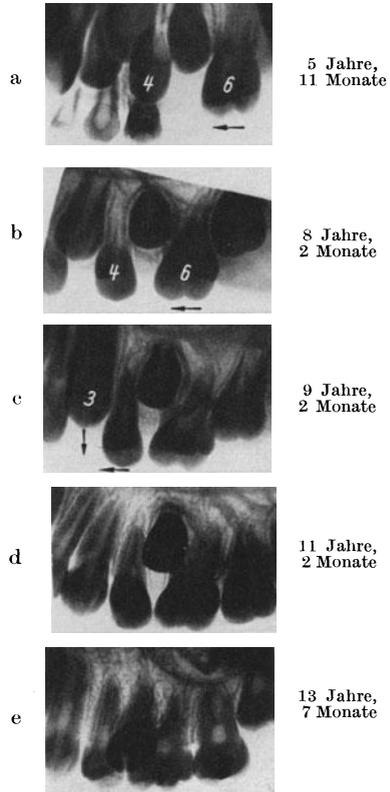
a—e. Inge K. Röntgenbilder entsprechend den Stadien von Abb. 223—226. Mesialwanderung des [6, wodurch [5 in seiner Keimlage beeinflusst, mesial abgedreht und palatinal verdrängt wird. [4 wird durch den vordringenden [3 distalwärts bis etwa zum [6 gedrückt.
